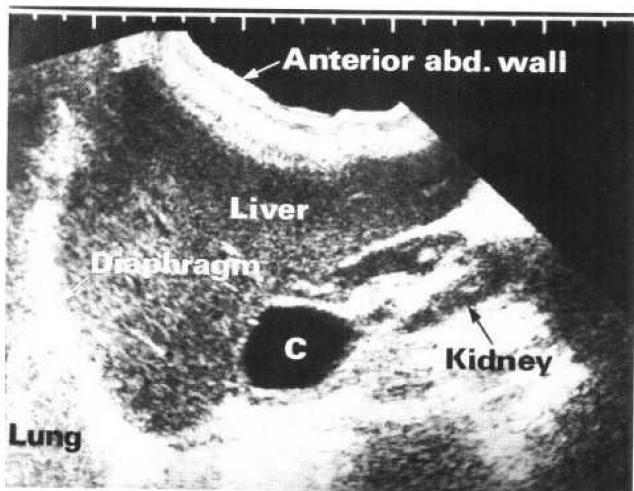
超声波扫描。顶端的距离尺以 cm 为单位。此影像是穿越肺脏下部、肝脏及右侧肾脏的纵向扫描图。在肾脏上极有一囊肿 (c)。
